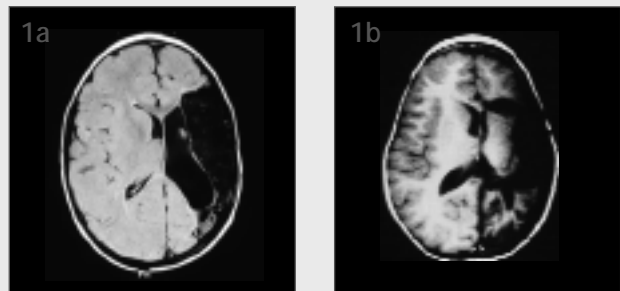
T1 weighted axial MRI scan of a 7 year old boy presenting with infantile hemiplegia seizure syndrome showing a large atrophy of the left hemisphere largely in the territory of the middle cerebral artery with dilatation of the ipsilateral lateral ventricle.
